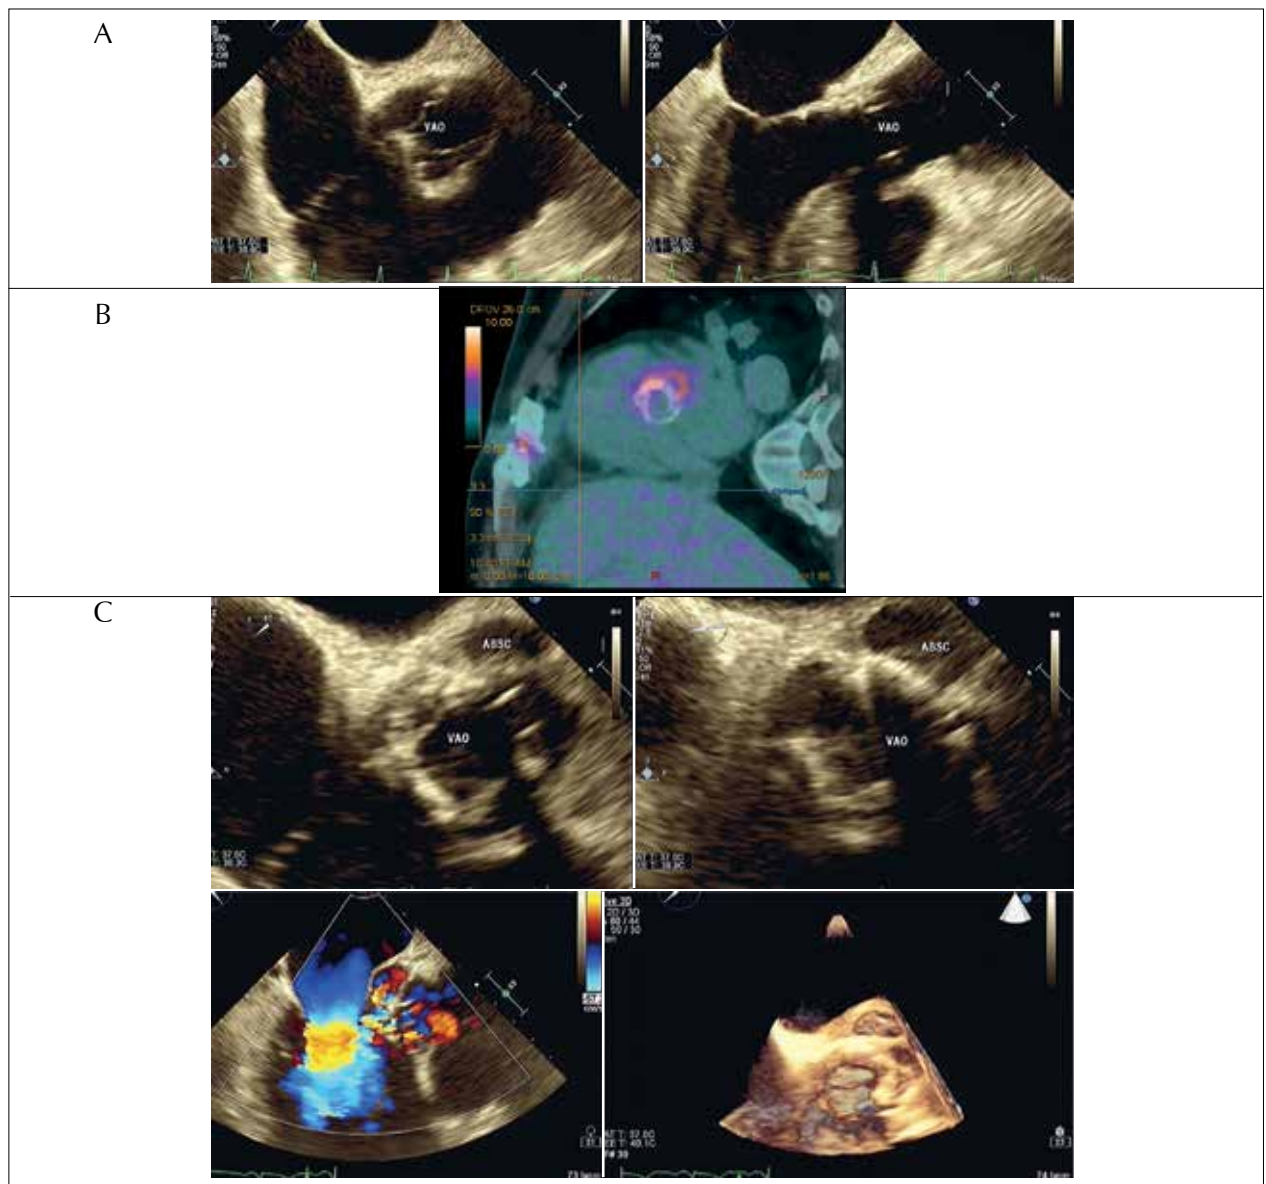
Paciente masculino, 66 anos, com história de colocação de prótese aórtica biológica em 2003 e 2015, internou com febre e suspeita de endocardite infecciosa em 2016. Ecocardiograma inicial não demonstrou alterações significativas (A). PET/CT com F18-FDG demonstrou captação perivalvar do radiofármaco (B). Ecocardiograma 1 mês após demonstrou abscesso perivalvar (C).
